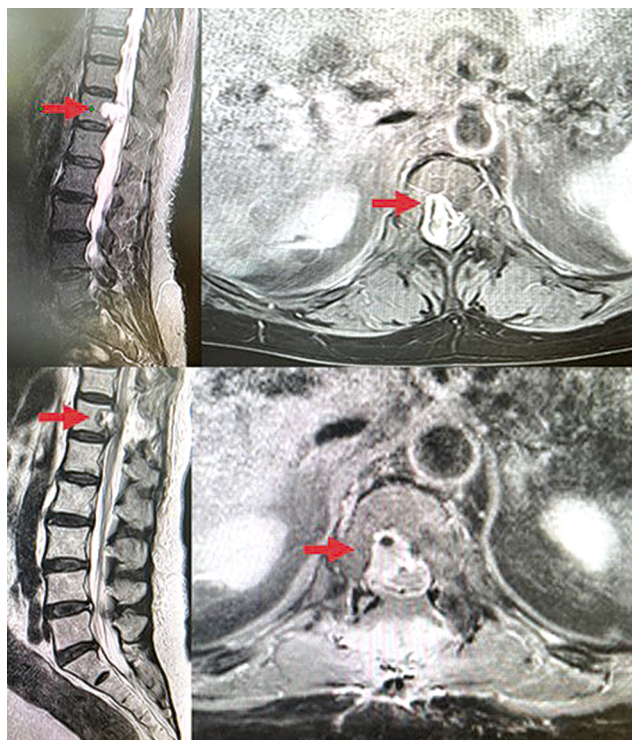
МРТ позвоночника, режим T1. Верхний рисунок — до операции (опухоль в Th12). Нижнее фото — после операции (образование не визуализируется).
